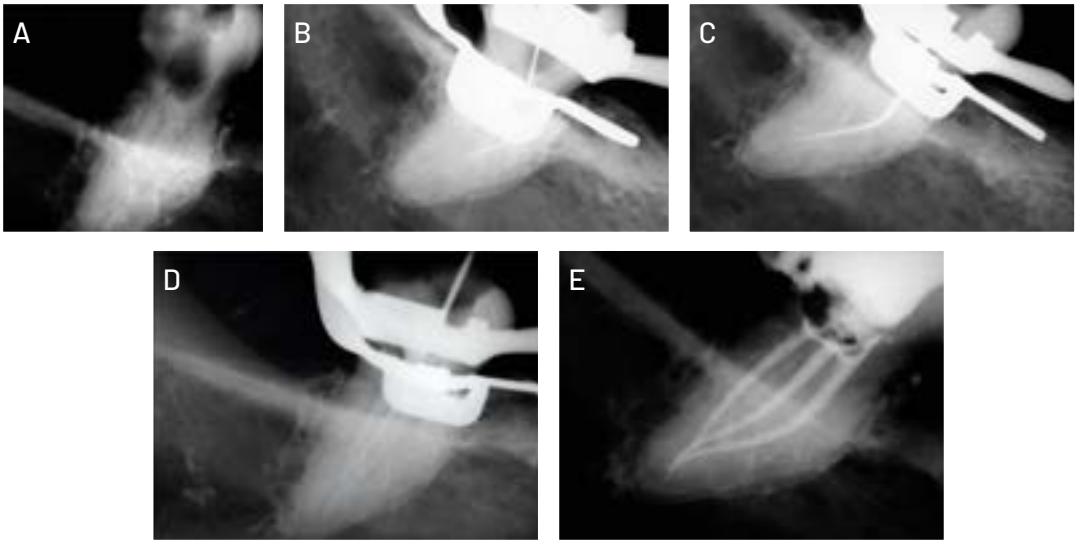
(A) Radiografía de diagnóstico. (B) Negociación del conducto mesio-bucal con una lima manual K de acero inoxidable de tamaño 6. (C) Instrumentación del conducto mesio-bucal con lima MF de tamaño 35.05. (D) Negociación del conducto mesio-lingual con una lima manual K de acero inoxidable de tamaño 8. (E) Obturación final con conos de gutapercha de conicidad 35.04, calibrados.
